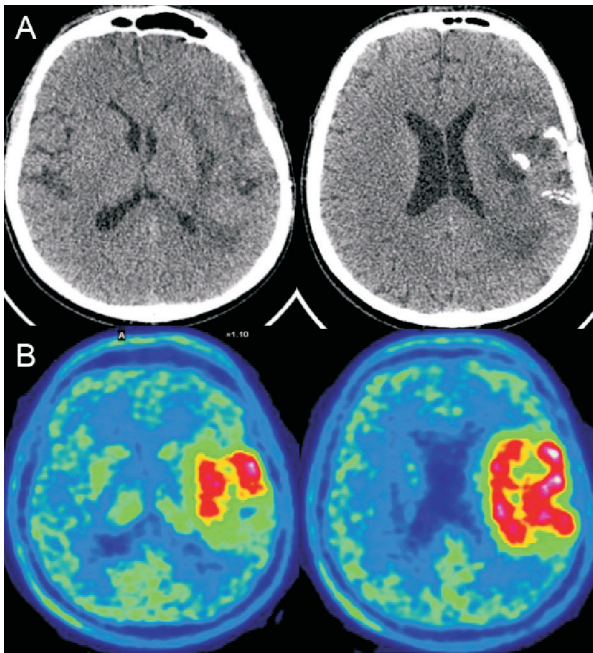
A. TC axial sin contraste. Imagen hipodensa t mporo-insular izquierda causada por infiltraci n tumoral y/o edema, con colapso parcial del ventr culo lateral homolateral. Se observan calcificaciones en algunos sectores del tumor. B. ^{11}C -metionina PET/TC. Incremento heterog neo de la captaci n en regi n fronto-t mporo-insular, y c psulas externa y extrema izquierdas, incluso alrededor de las calcificaciones.
